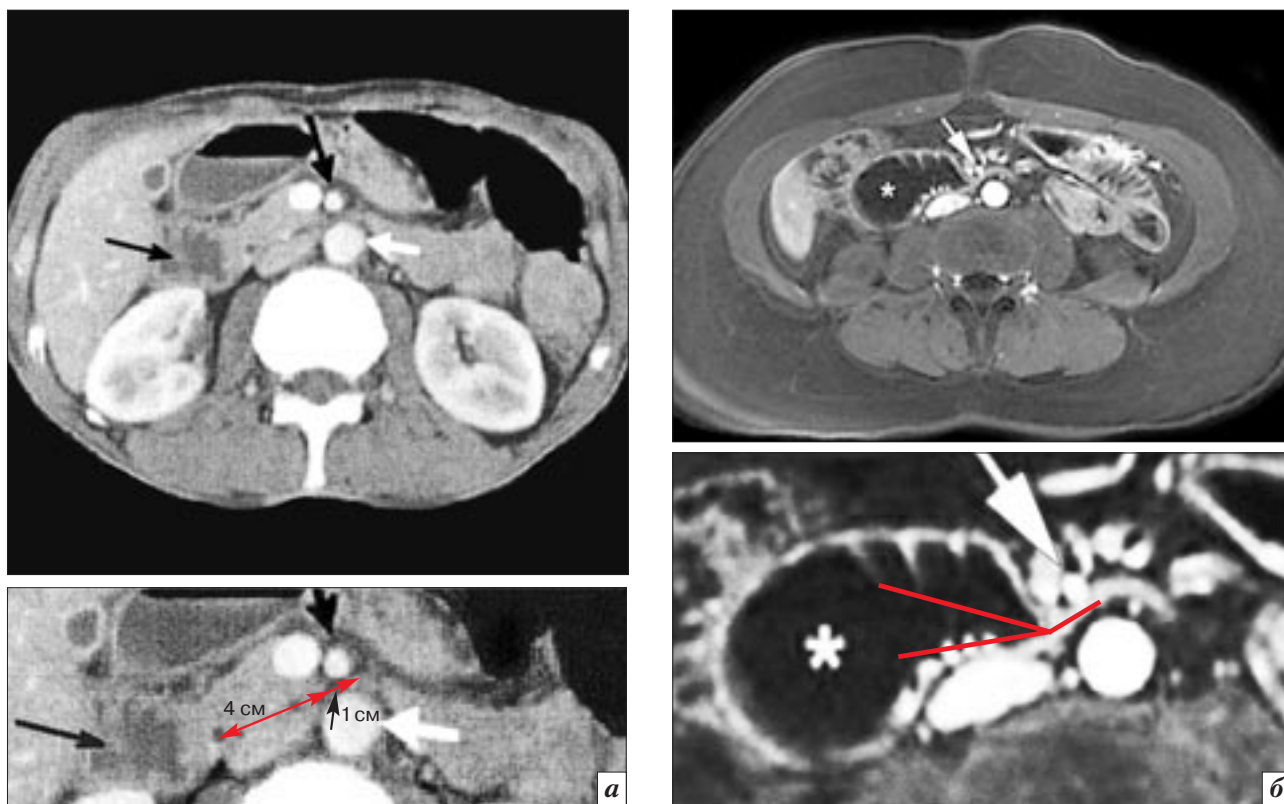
МРТ-исследования двух больных с СВБА с длинной (а) и короткой (б) зонами сужения и схемы к ним: а – аксиальный срез, широкая часть ДПК (маленькая черная стрелка) имеет толстую и складчатую стенку; на схеме красными стрелками показана зона сужения ДПК длиной 5 см; сокращенный сфинктер Окснера длиной 4 см и только 1 см ДПК расположены между аортой (белая стрелка) и ВБА (большая черная стрелка) [40]; б – аксиальный срез, звездочкой обозначена ДПК в виде ежика с ригидными складками слизистой вблизи аортомезентериального промежутка, белой стрелкой отмечена ВБА. Угол между расширенной частью ДПК и аортомезентериальным промежутком (красные линии) представляет собой раскрывшийся под давлением ригидный сфинктер Окснера [41]
